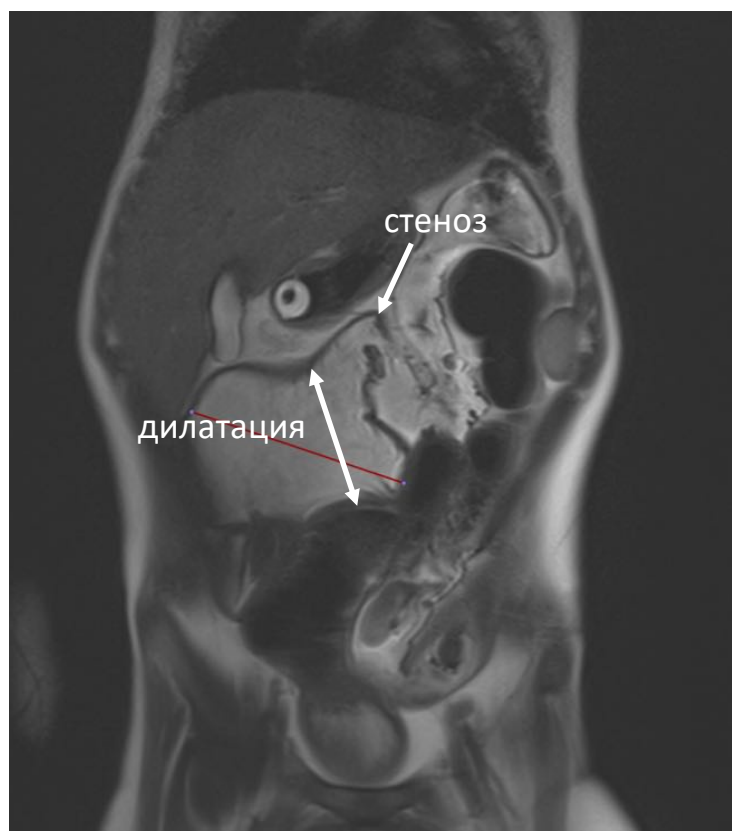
Гидро-МРТ у пациента с синдромом короткой кишки. Во фронтальной плоскости определяется расширенная петля тонкой кишки (дилатация) и место стеноза.
